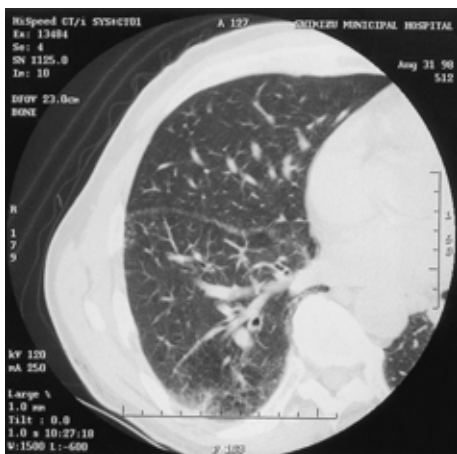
Chest CT scan showing ground-glass opacity in both lower lobes.
